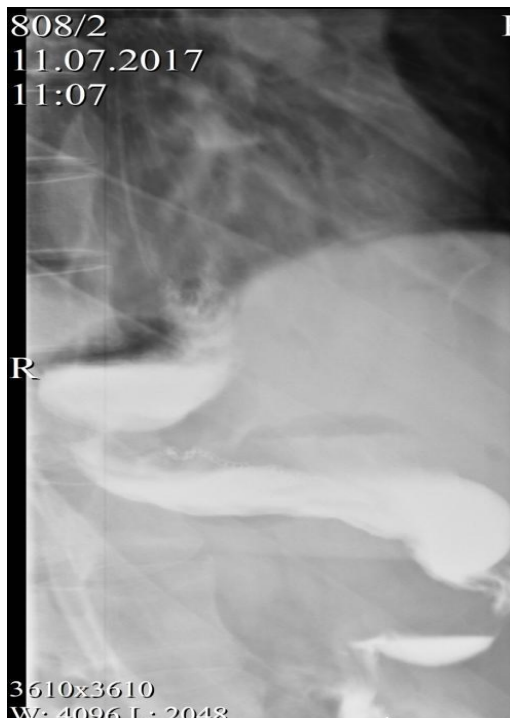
Пациент В. Рентгенологическое исследование пищевода, желудка, 12-типерстной кишки (контрастный препарат - омнипак 350 50мл): состояние после проксимальной резекции желудка с резекцией нижней трети пищевода, визуализированы эзофагоеюно- и еюногастроанастомозы. Затеков контрастного препарата в регионарных для анастомозов зонах не отмечено.
